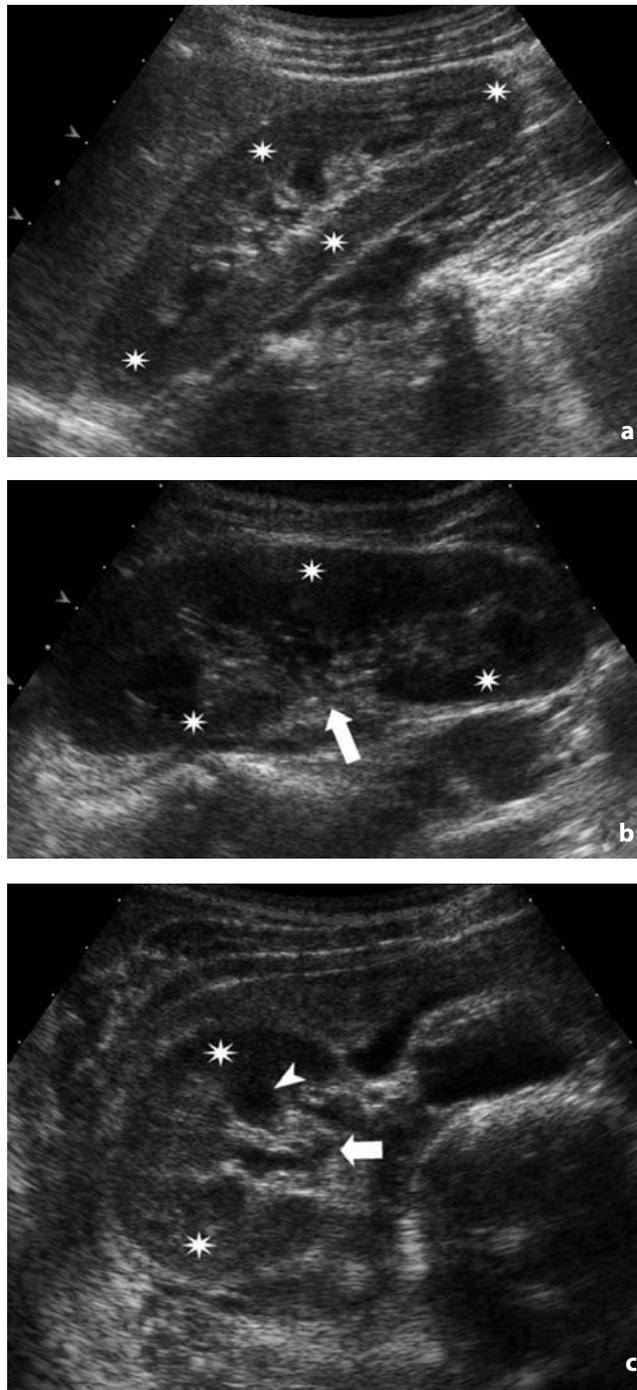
Ecografia. Rene. a Scansione longitudinale anteriore (SLA): l'anello corticale (asterischi) appare continuo. b Scansione longitudinale obliqua posteriore (SLOP): l'anello corticale (asterischi) appare discontinuo in corrispondenza dell'ilo renale (freccia). c Scansione assiale anteriore. Il rene è tagliato secondo l'asse corto. Si visualizzano la corticale (asterischi), le piramidi (punta di freccia) ed il seno renale (freccia)
